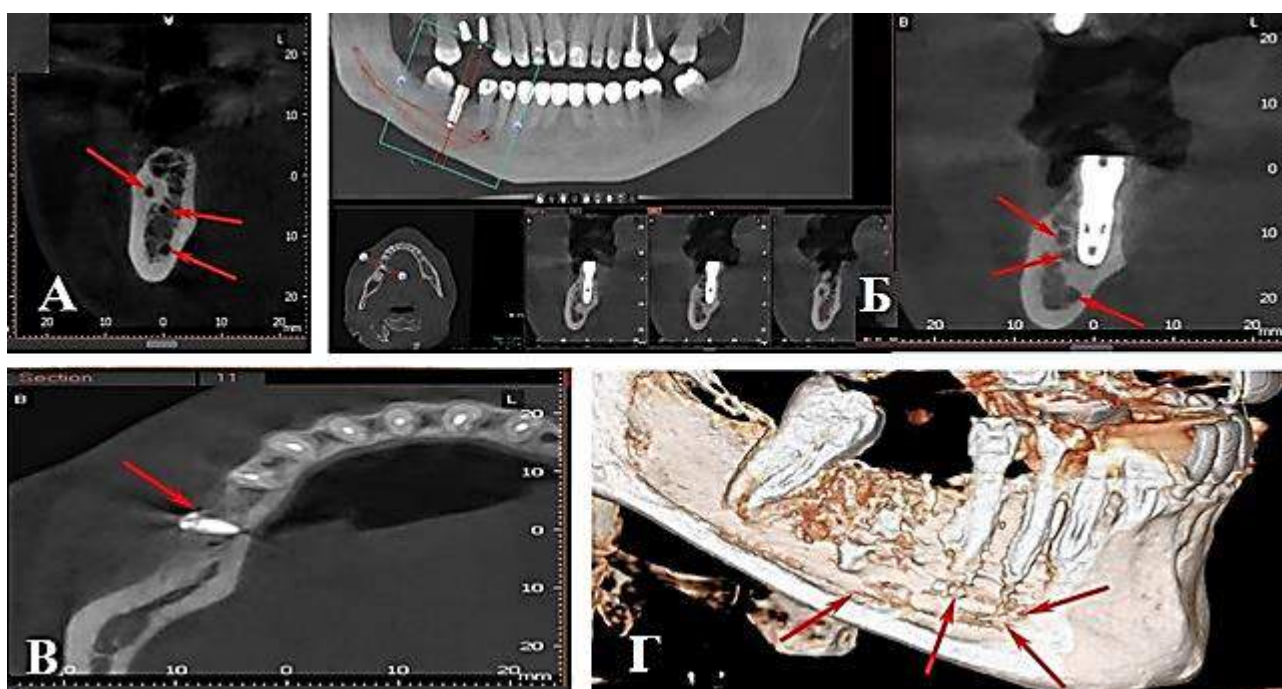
КТ зображення НЩ: А – сагітальний зріз трифідної будови каналів НЩ; Б – панорамне зображення та сагітальні зрізи після проведення субкортикальної імплантації із врахуванням топографо-анатомічних особливостей трифідного прояву каналів НЩ; В – аксилярний зріз бікортикальної фіксації бар'єрної мембрани після проведення латеральної аугментації із врахуванням топографії каналу НЩ; Г – корональний/фронтальний зріз 3D-реконструкційної моделі каналної системи НЩ.
